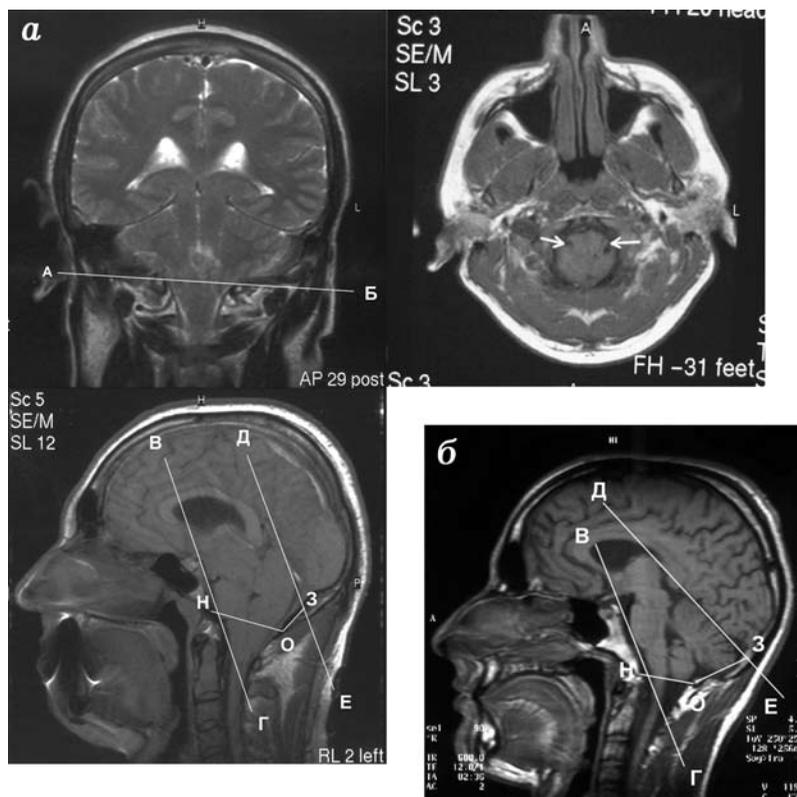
МРТ. а — фронтальная, сагиттальная, аксиальная проекции, АК; б — сагиттальная проекция, в норме.
